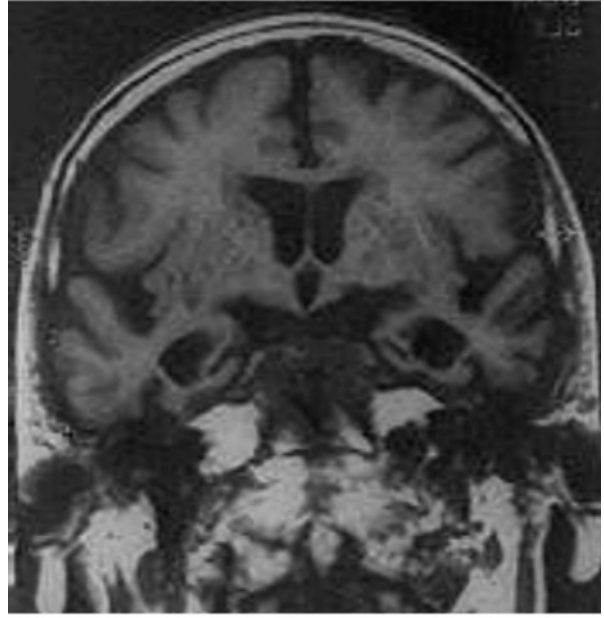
Kranyal MRG koronal T1 kesitinde davranışsal varyant Frontotemporal demans (dv-FTD) hastasında ventromedyal prefrontal korteksteki atrofi ve buna bağlı sulcal derinleşmeler (kırmızı oklar ile gösterilmiş).
